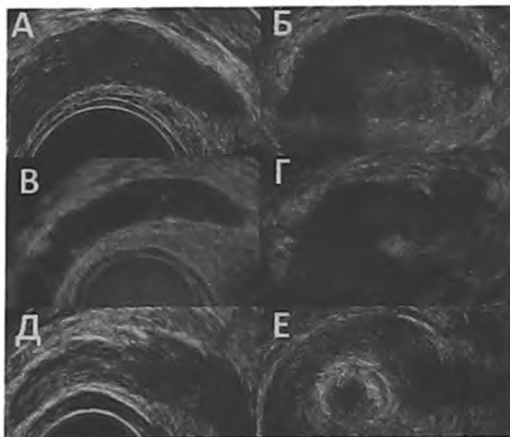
Несоответствие формы и длины СП при ТРУЗИ в разных проекциях. А, В, Д – изображение СП в поперечной проекции; Б, Г, Е – соответствующее изображение СП в корональной проекции. На всех рис. представлен левый СП
